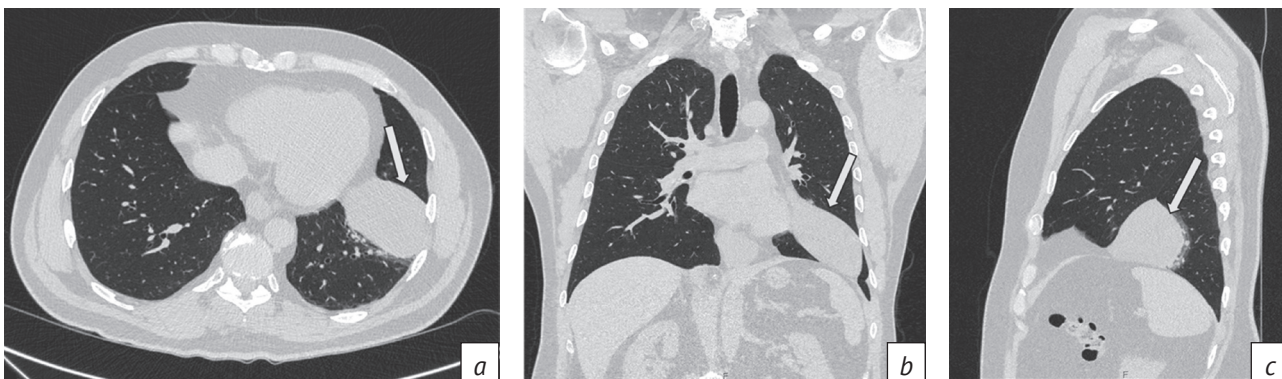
МСКТ органов грудной полости в легочном окне от 2024 г. – отмечается перемещение образования по ходу левой кривой междолевой щели до уровня S5/S8 левого легкого с формированием субсегментарного компрессионного ателектаза S8 (стрелки):
